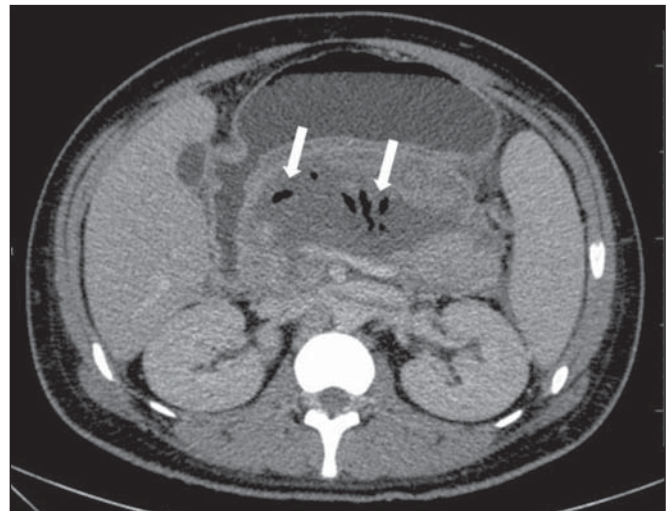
Pancreatite aguda necrosante infectada em homem de 35 anos. Imagem axial de TC pós-contraste fase venosa mostra área liquefeita no corpo pancreático, compatível com área de necrose, com gás em seu interior (setas) que não delinea nível hidroaéreo, mas se localiza em meio ao líquido, indicando a presença de conteúdo líquido espesso/pus. O gás neste contexto traduz a presença de infecção.
